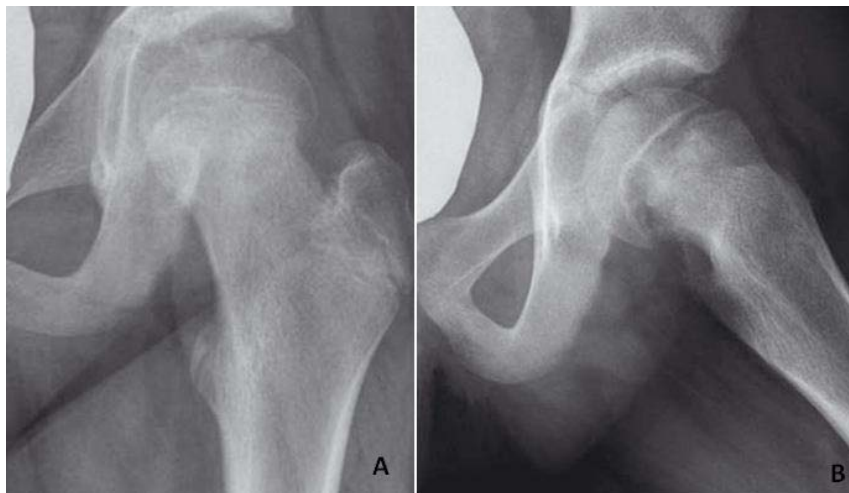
Radiographie de face (A) et de profil (B)
